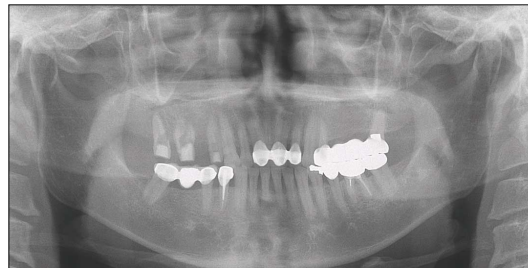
Panoramic radiograph and dental CT showed extensive alveolar bone destruction around the first and second molar that had a characteristics of loss of lamina dura and floating tooth appearance.
